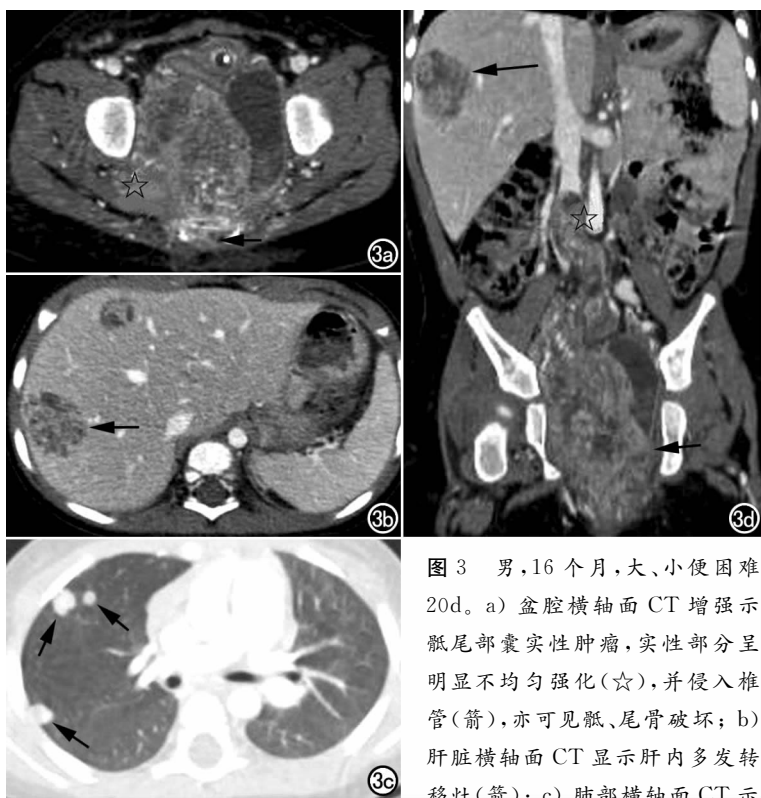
男,16个月,大、小便困难20d。a)盆腔横轴面CT增强显示骶尾部囊实性肿瘤,实性部分呈明显不均匀强化(☆),并侵入椎管(箭),亦可见骶、尾骨破坏;b)肝脏横轴面CT显示肝内多发转移灶(箭);c)肺部横轴面CT示
